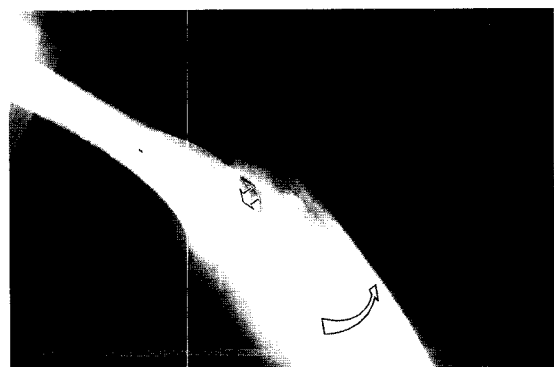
Lateral radiograph at positive pivot shift test revealed posterolateral subluxation of the radial head and marked widening of ulnohumeral articulation due to rotatory subluxation.
